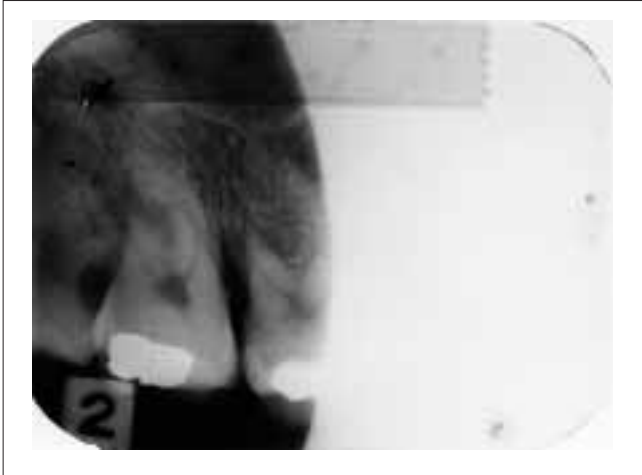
Prämortale Röntgenbilder des Ober- und Unterkiefers rechts (Stand 1993)
